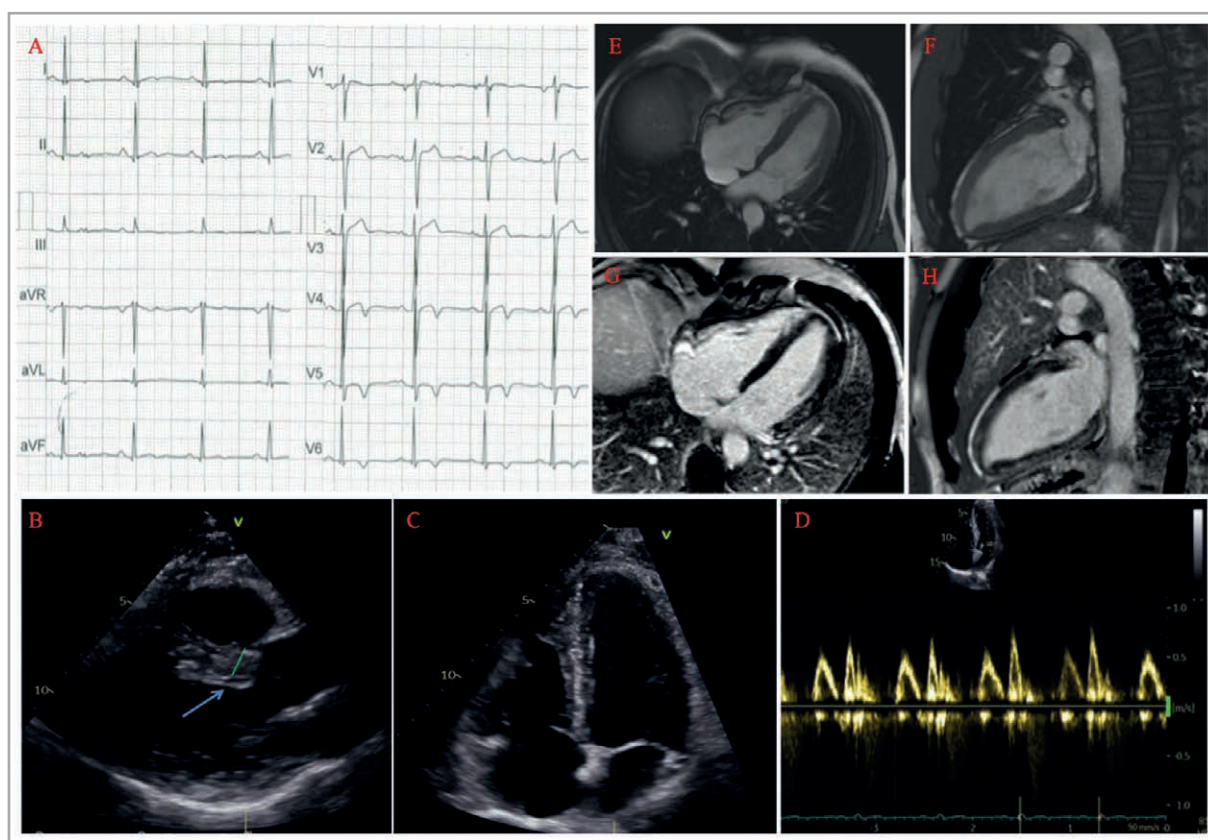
A: Elettrocardiogramma dell'atleta; B, C e D: Ecocardiogramma colorDoppler, asse lungo parasternale, quattro-camere apicale e funzione diastolica, la freccia nell'immagine B indica l'inserzione sottoaortica di una corda tendinea accessoria; E, F: Risonanza magnetica cardiaca: immagini cine 4-camere e 2-camere; G, H: rispettive immagini risonanza magnetica cardiaca di late gadolinium enhancement 4-camere e 2-camere.
